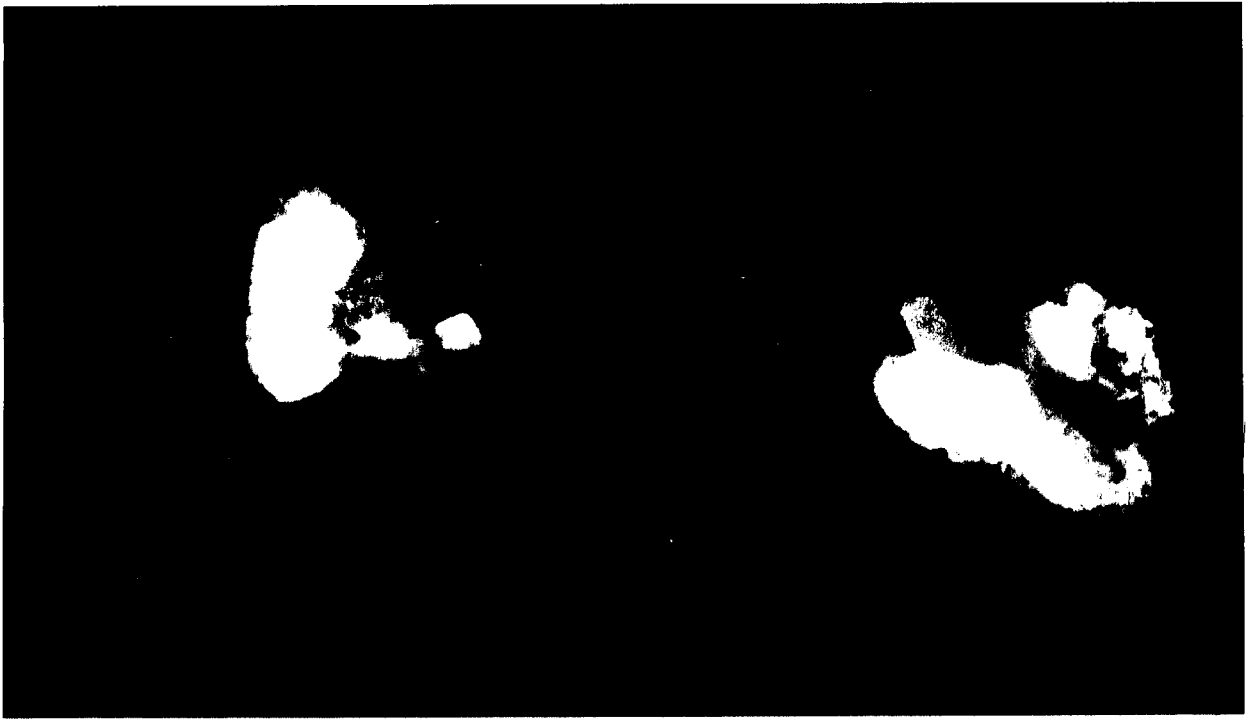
Higher magnification of the parasternal nodes shown in Fig. 2 showing the inhomogeneous distribution of CaWO_4 , apparently encircling the nodal follicles.
